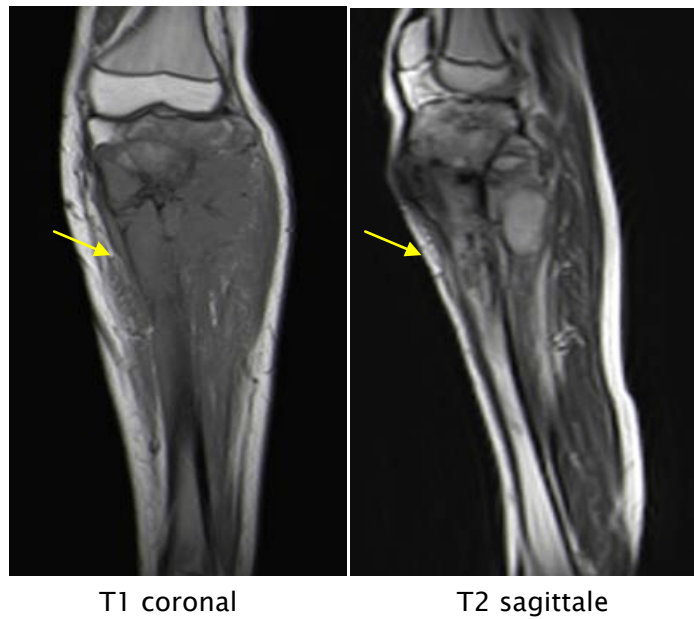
IRM du tibia gauche en séquences pondérés T1 coronale et T2 sagittale: ostéosarcome du tibia gauche chez une jeune de 15 ans de siège épiphyso-métaphyso-diaphysaire de contours flous de signal hétérogène en hypo signal T1 et iso signal en T2(flèche).
